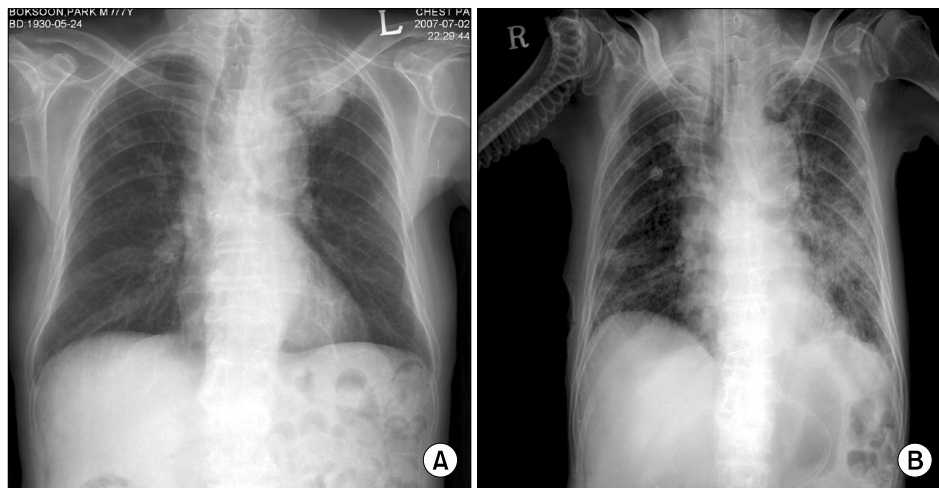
Case 1: Initial chest X-ray shows ill-defined mass, probably associated with peripheral collapse or pneumonic consolidation in the area of left upper lobe (A). Following chest x-ray (HOD#14), the lung abscess on the apical area of left upper lobe has decreased but pneumonic consolidation has developed at left lower lobe (B).
